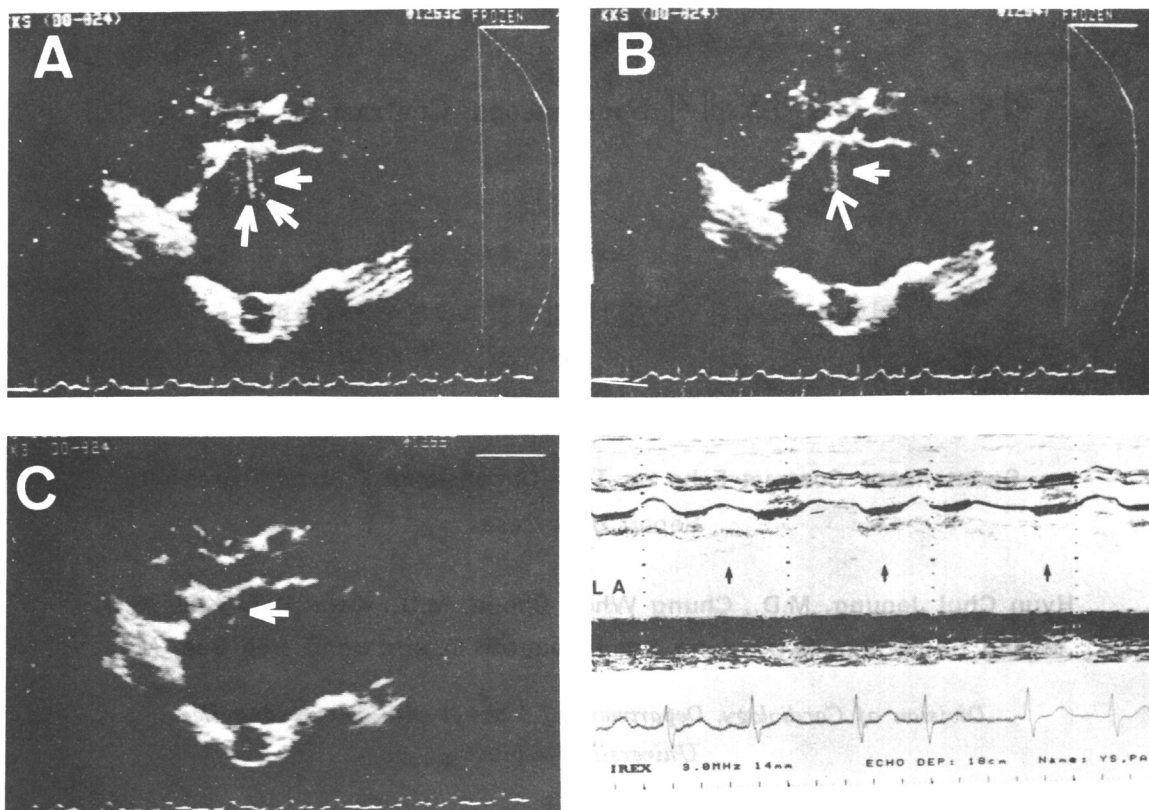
Two dimensional and M-mode echocardiography of "Smoke like echo". This echo diminished progressively during 3 consecutive beats (A-C).
